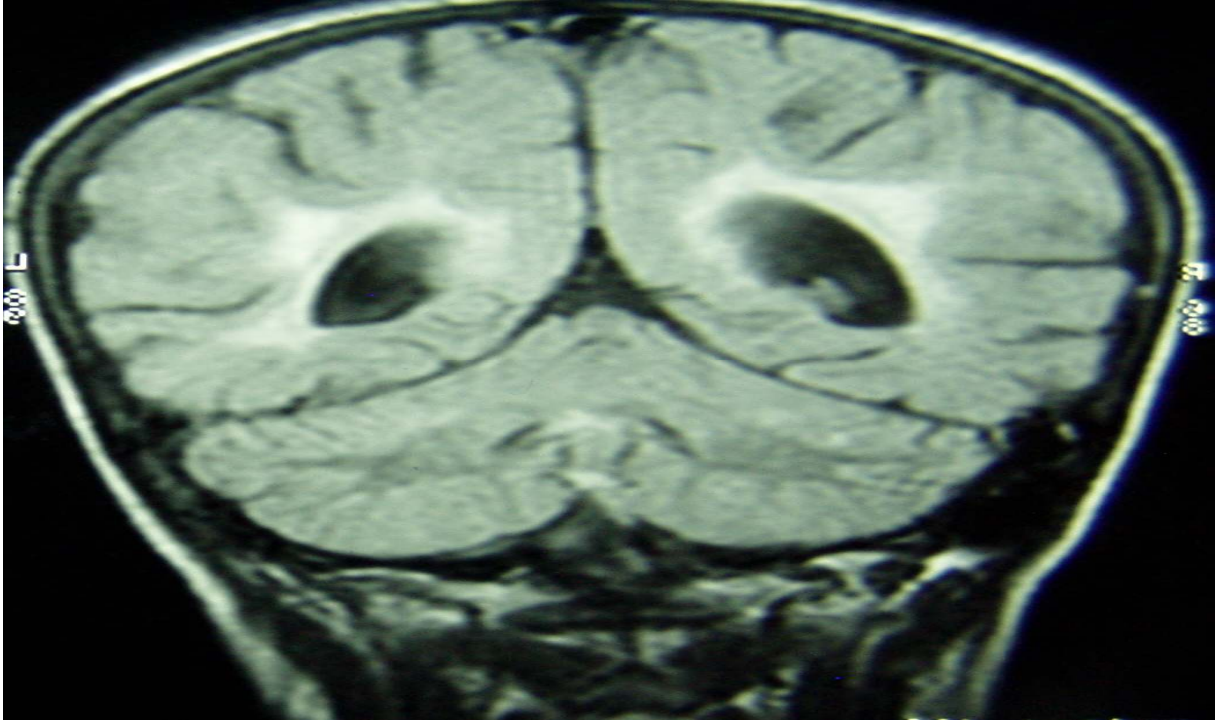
Klinik evre II MRG
